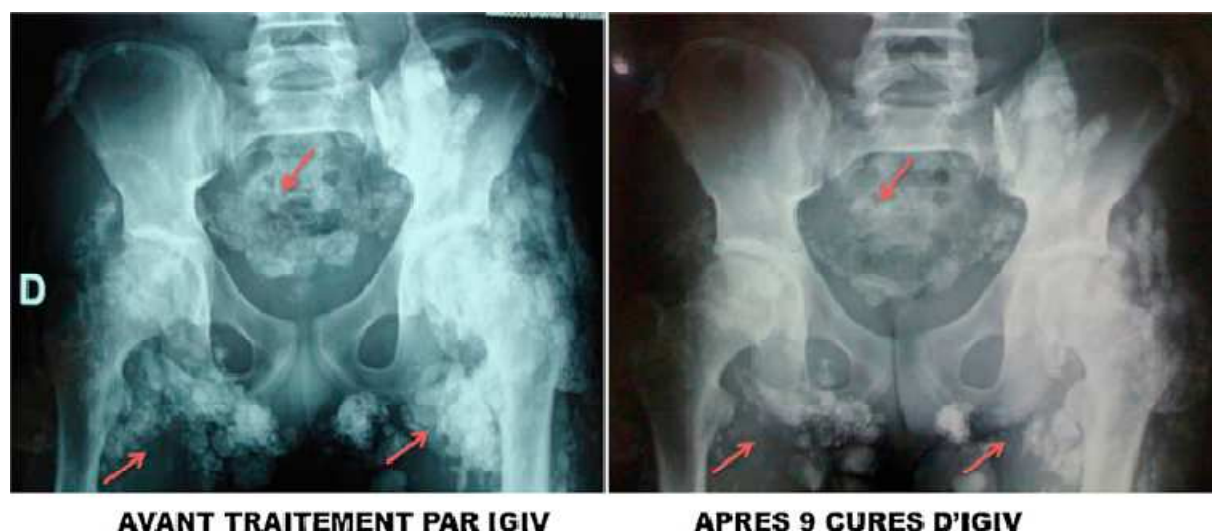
Radiographies du bassin de face, avant et après traitement par immunoglobulines intraveineuses, montrant une régression des calcifications.
